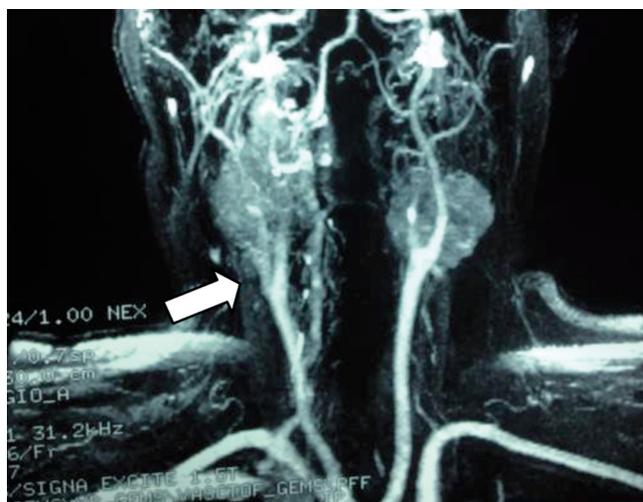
Angiorresonancia de cuello: presencia de glomus bilaterales y signo de la lira. Corresponden a clasificación III de Shamblyn.
